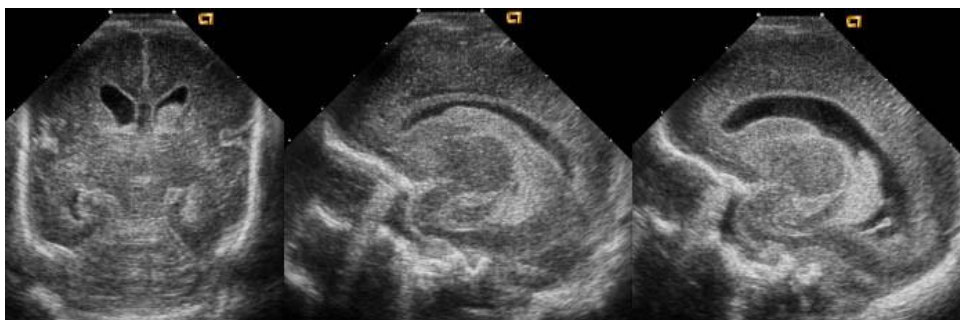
HIV stade 2 échographique, coupes coronale et sagittales
